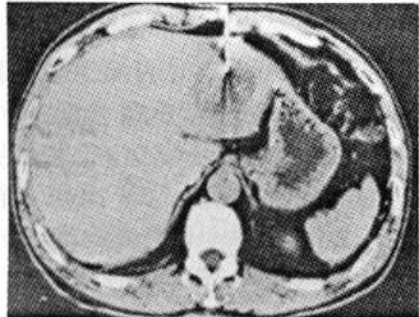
采用 CT 导向下经皮 RFA 术进行治疗
